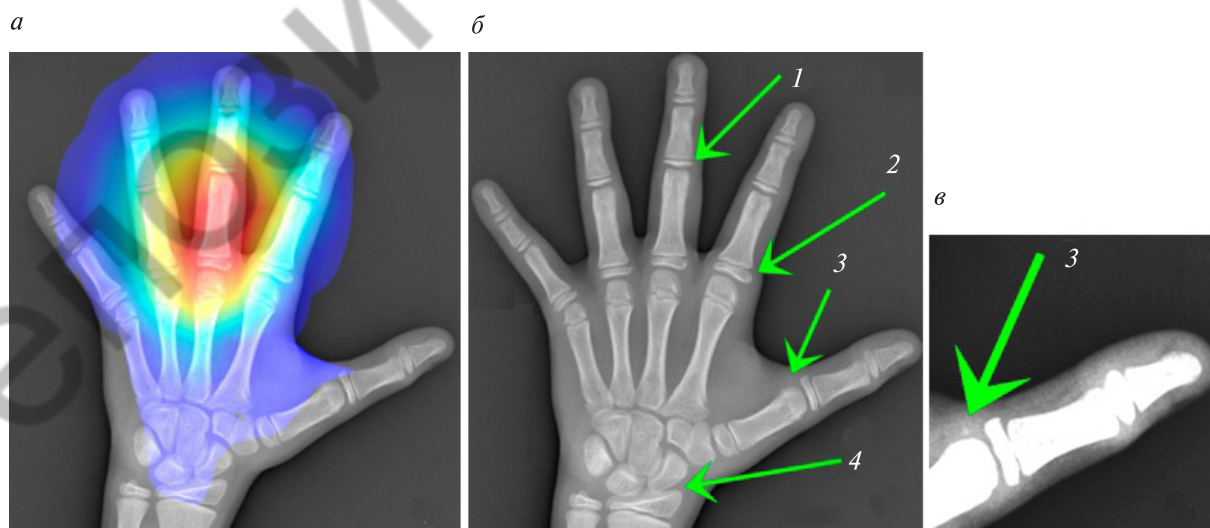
Рентгенограмма кисти пациента № 2:
